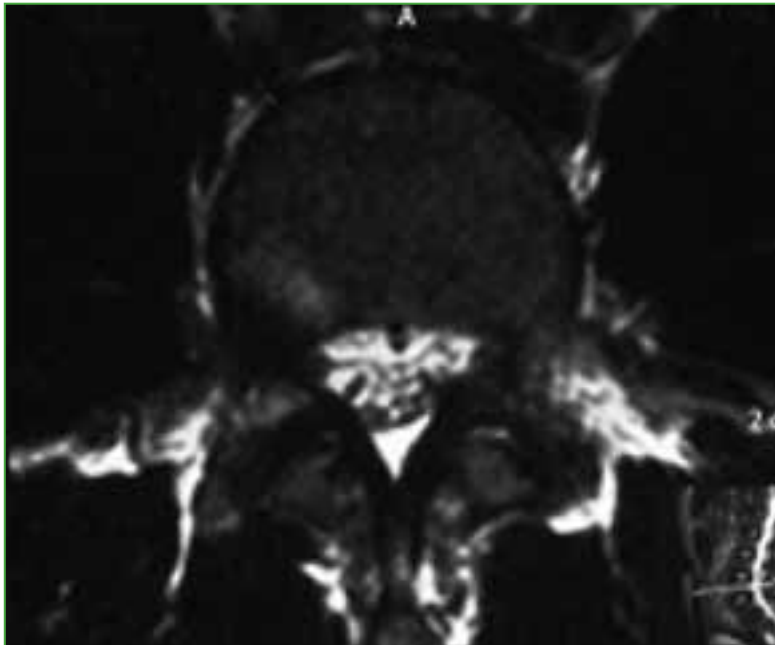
Resonancia magnética de columna lumbar, corte axial. Se visualiza el edema del pedículo derecho de L5.
